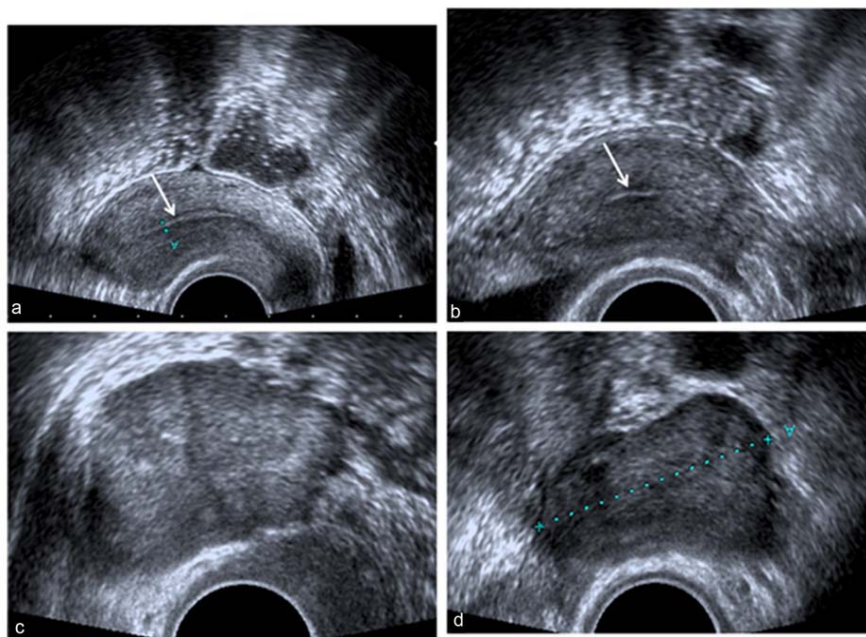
Images échographiques centrées sur l'utérus en sagittale (a), en axiale (b) montrant un endomètre fin (flèches) et images échographiques centrées sur l'ovaire droit (c) et l'ovaire gauche (d) retrouvant des masses tissulaires solides bilatérales [75].
